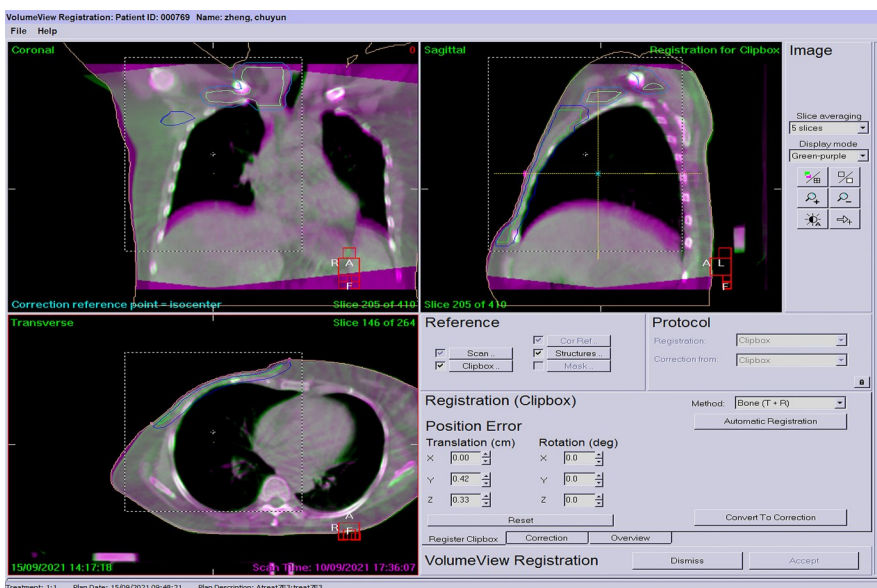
定位CT图像与CBCT图像的配准骨性配准结果
